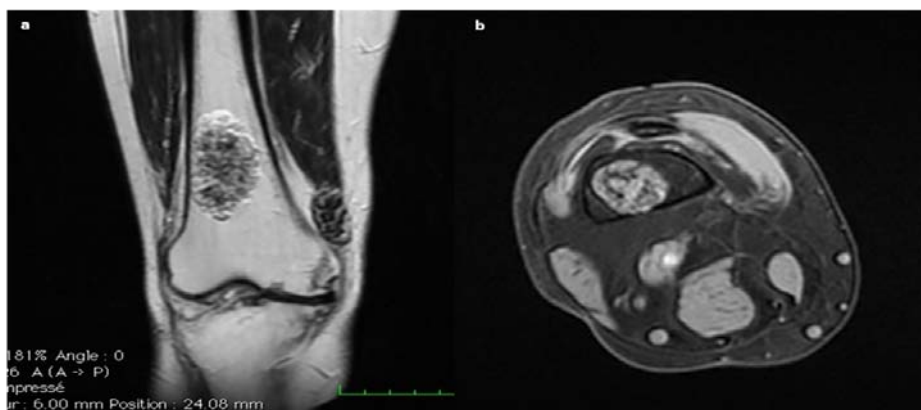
IRM du genou en coupe coronale T1 (a) et axiale T2 FATSAT (b): Chondrome de la métaphyse distale du fémur droit. Lésion bien circonscrite, à contours lobulés, en hyposignal T1, hypersignal T2, avec mise en évidence de quelques hyposignaux punctiformes en hyposignal T1 et T2 en rapport avec des calcifications.
